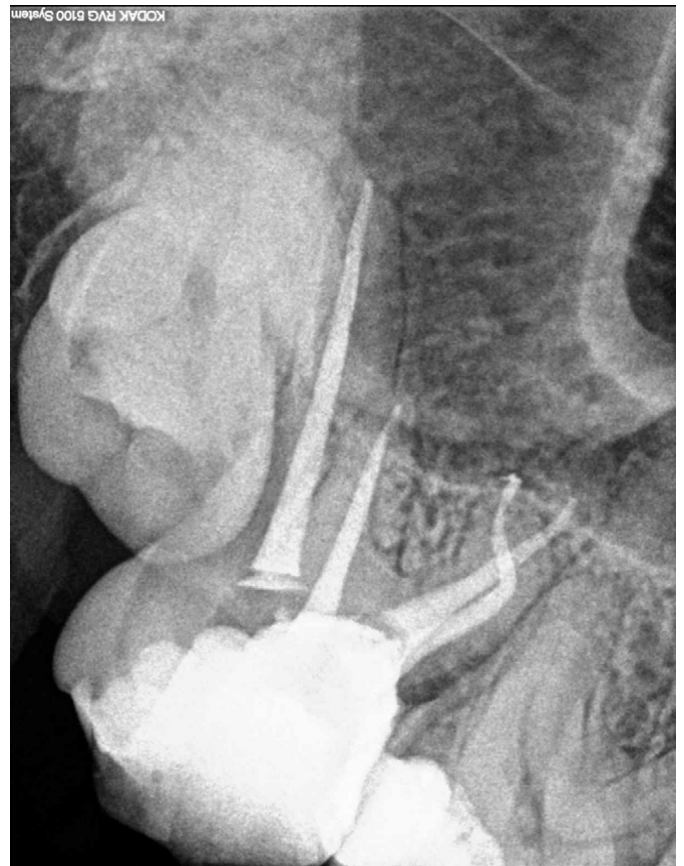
Final radiograph of the endodontic treatment on the maxillary right second molar.
